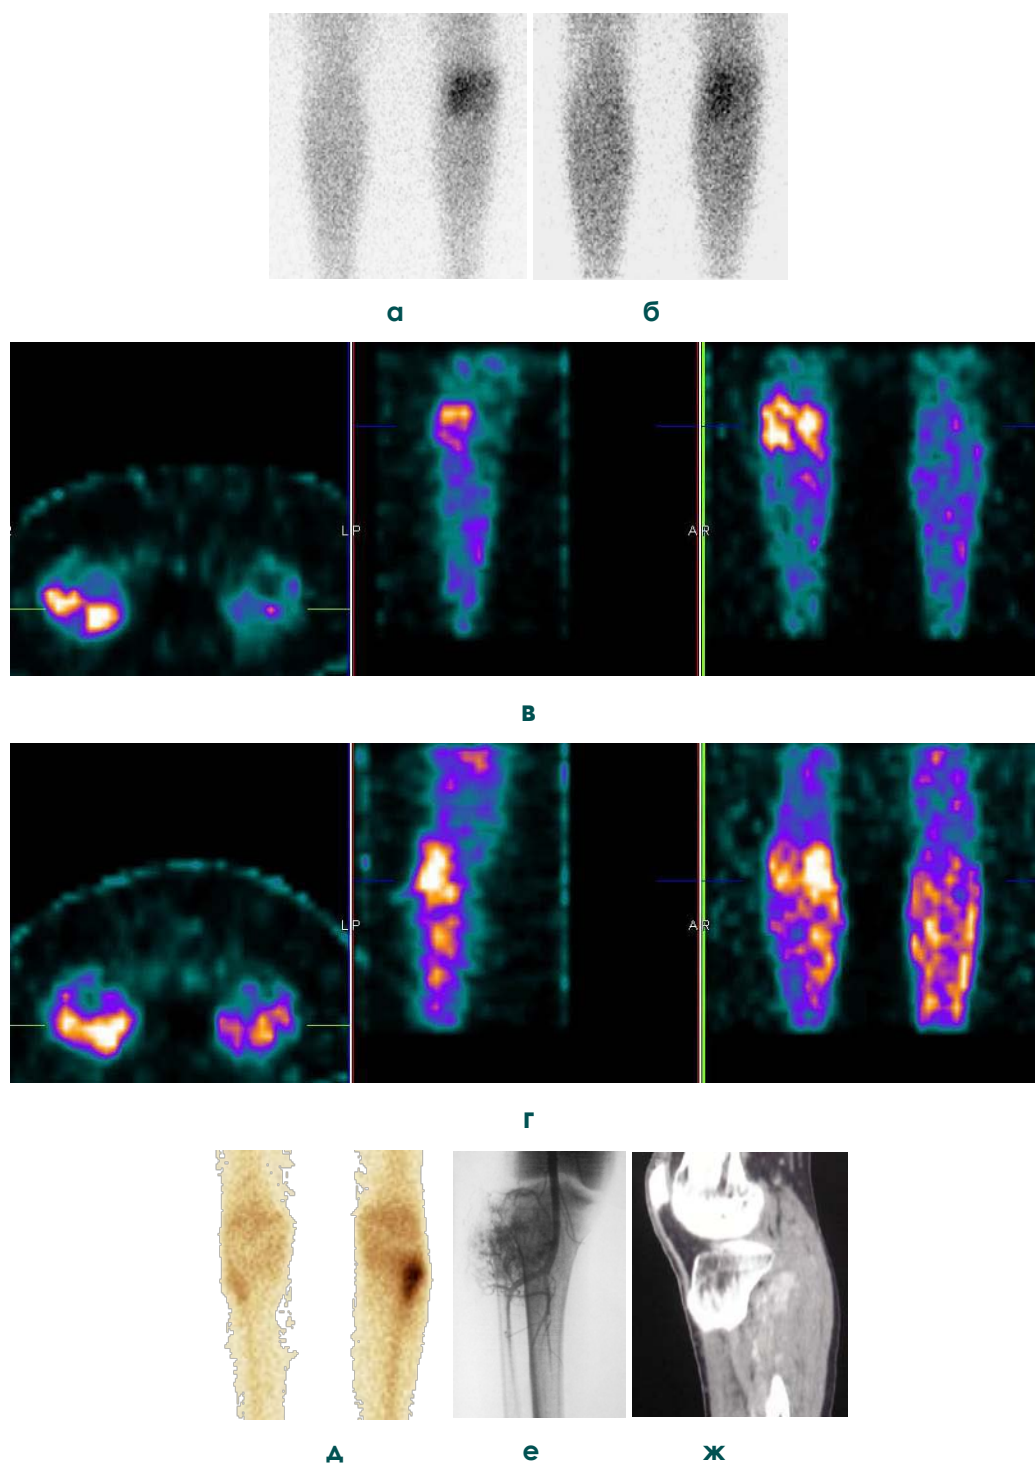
(а, б, в, г, д, е, ж). Сцинтиграфия с ^{199}Tl -хлоридом: «положительная» визуализация опухолевого процесса. Больной М., 20 лет. Саркома Юинга верхней трети правой малоберцовой кости.
